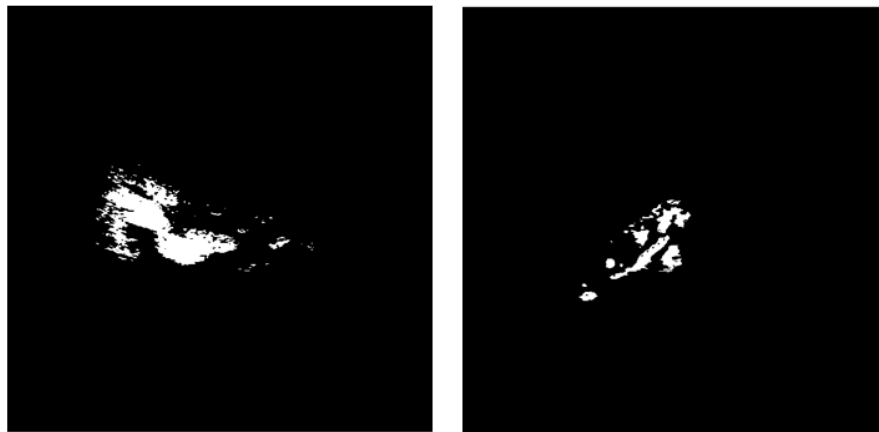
Esempi di ecografie di reni pediatrici dopo l'applicazione della sogliatura nel caso di sonda Esaote immagine 003 (sinistra) e Samsung immagine 0138 (destra).
